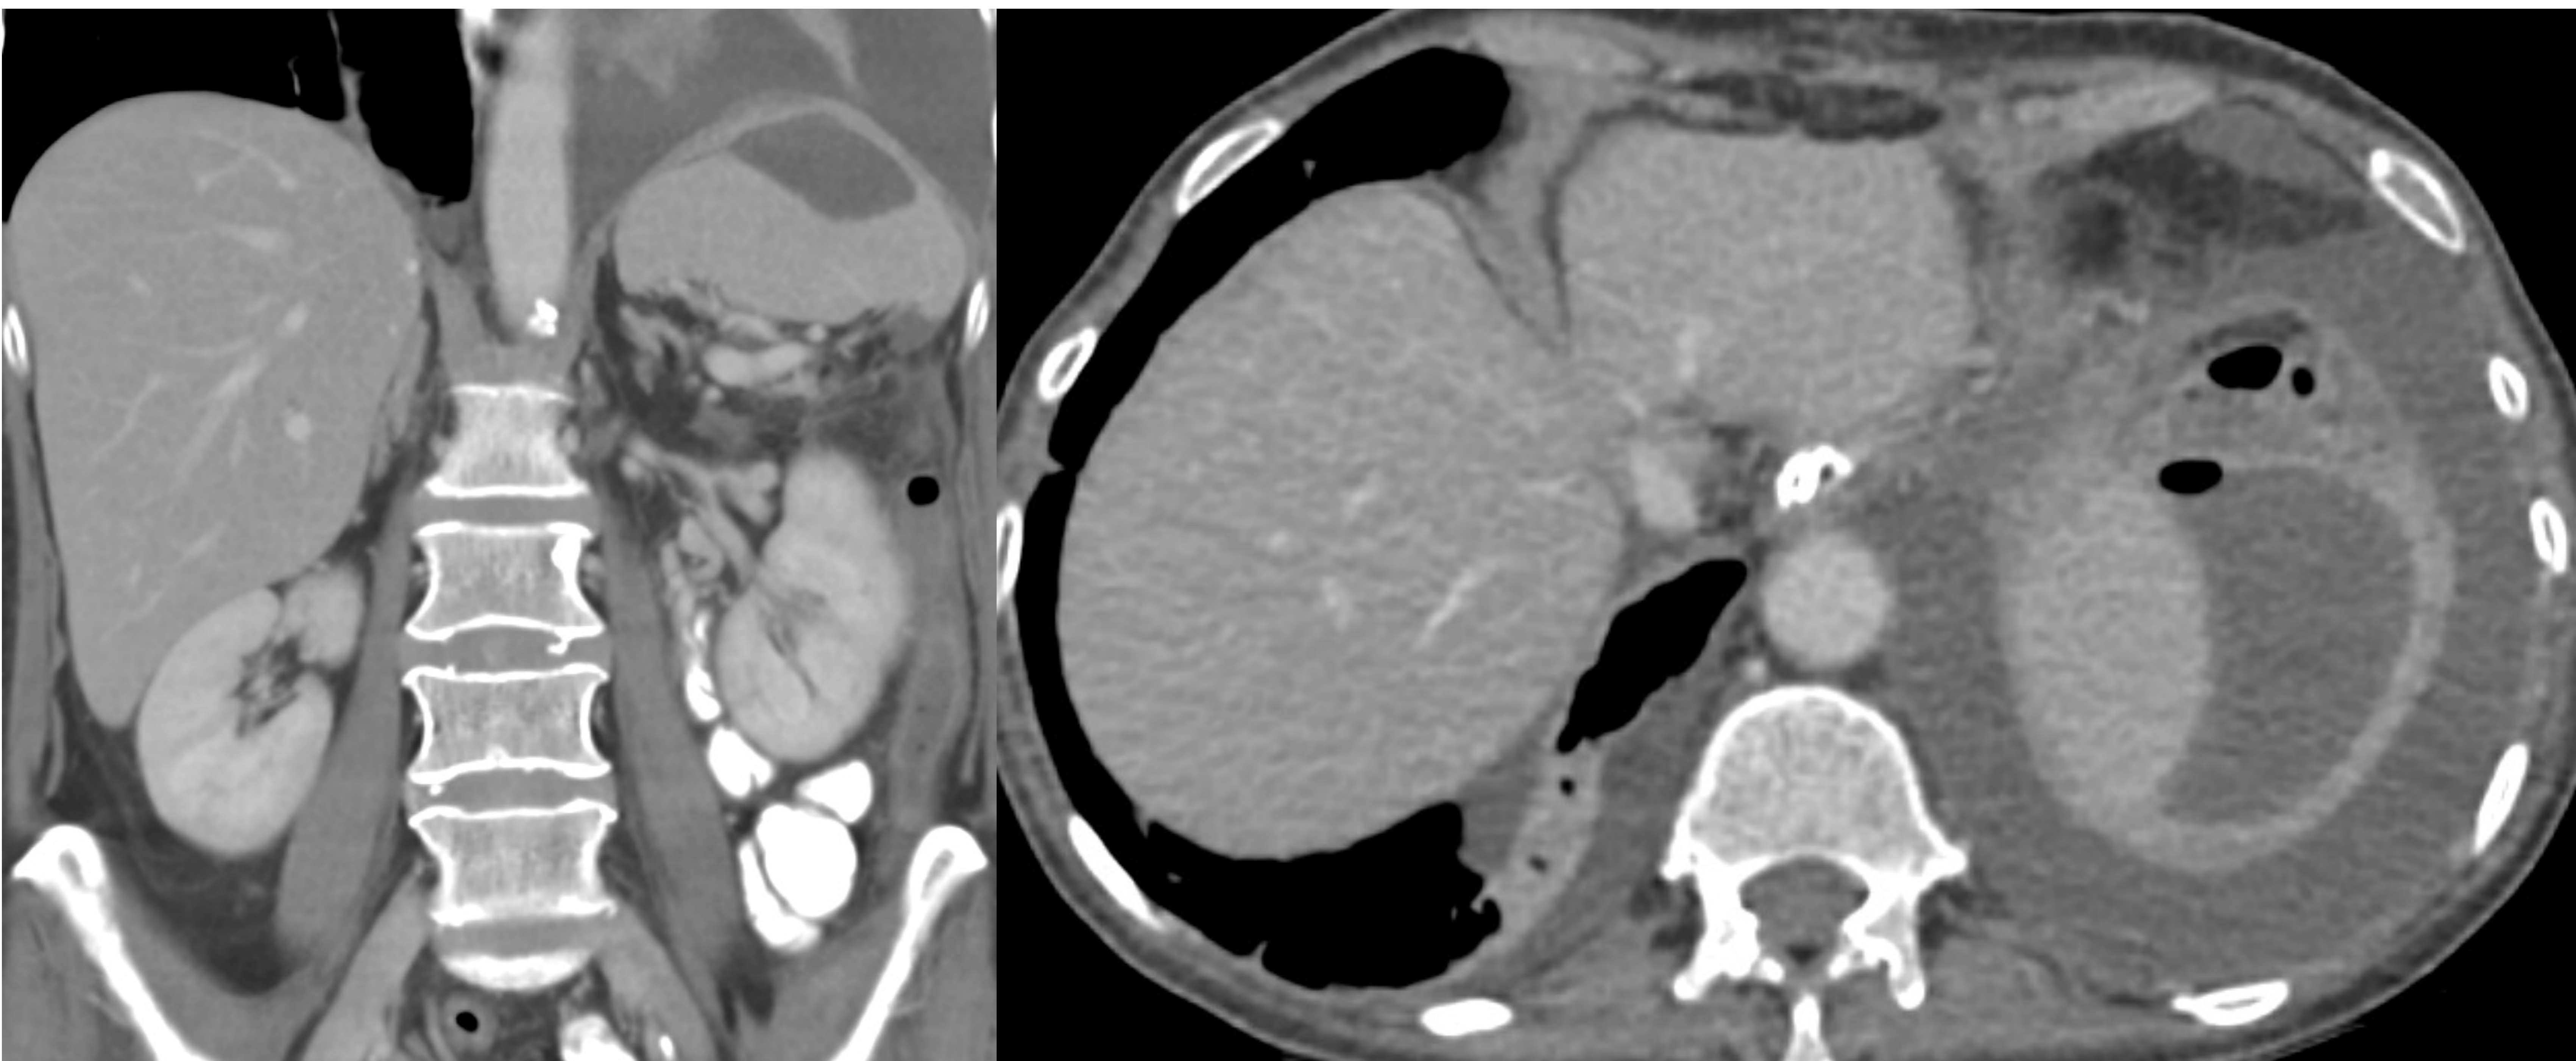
Colecciones abdominales/abscesos: Paciente operado de by-pass gastroyeyunal con cirugía abierta. Presenta fiebre y dolor abdominal al 5º día PO. En el TC, se observan colecciones hipodensas con realce periférico en región subdiafragmática izquierda y en gotiera paracólica izquierda.
